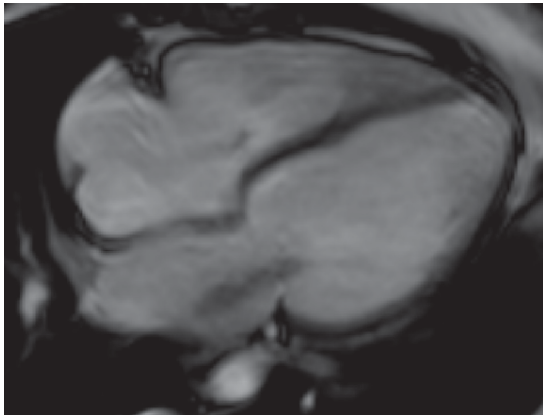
Магнитно-резонансная томография сердца. Четырехкамерная позиция по длинной оси. Кино-режим. Дилатация всех камер сердца. Нарушение локальной сократимости сердца в виде диффузного гипо-акинеза обоих желудочков. Выраженное снижение глобальной сократительной функции сердца.
